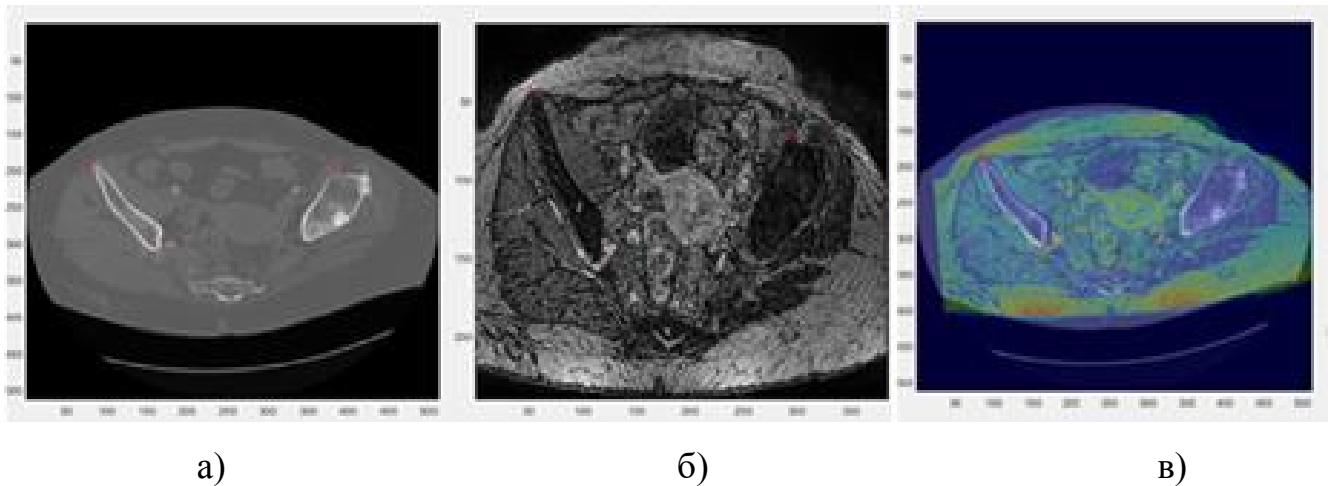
Інтеграція КТ/МРТ:
